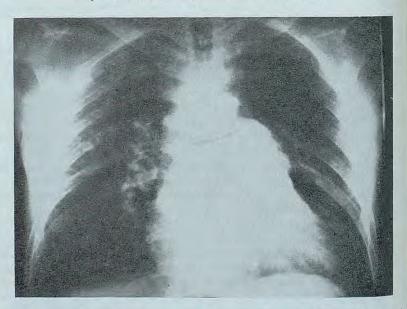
Caso n.º 4. — F. H., a finales de 1962 presentó una hemiplejía embólica y un cuadro de insuficiencia cardíaca de etiología poco clara. En esta radiografía de 1964, se aprecia un aumento de la transparencia del pulmón izquierdo y una mayor prominencia del arco pulmonar.
